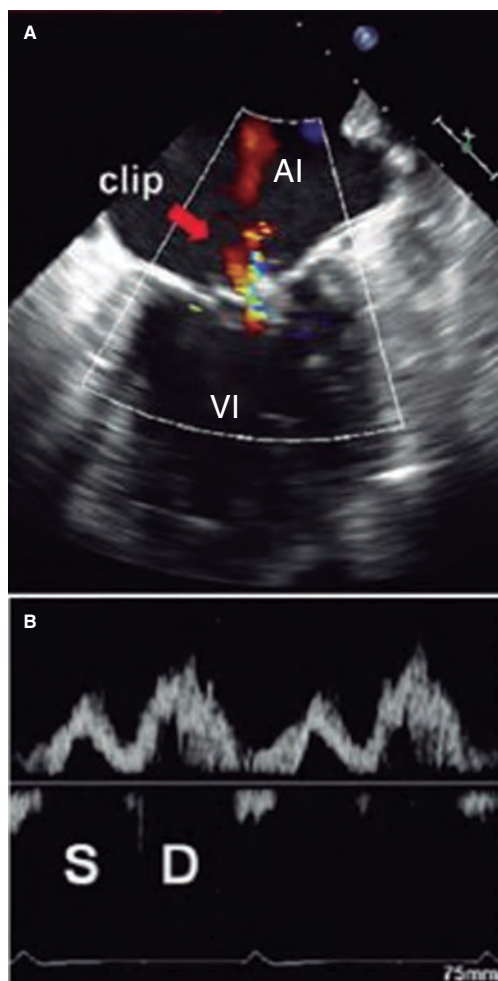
Imagen de ecocardiografía transesofágica bidimensional. A: Doppler color de la insuficiencia mitral residual tras la colocación del clip (flecha). B: se expone el flujo en la vena pulmonar superior izquierda correspondiente, con atenuación de la onda sistólica (S) con respecto a la diastólica (D). La integral velocidad/tiempo sistólica es de 7,5 cm y la diastólica es de 14 cm. La ratio entre ambas es de 0,54, que indicaría un riesgo más alto de eventos cardiovasculares mayores. En este caso, la colocación del clip es subóptima. AI: aurícula izquierda; VI: ventrículo izquierdo. Reproducida con permiso de Ikenaga et al.²⁸.
